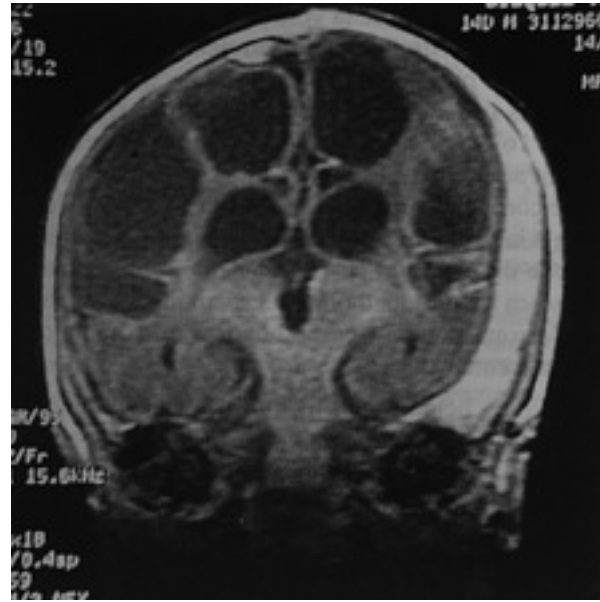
Encefalopatía hipoxicoisquémica multiquistica por resonancia magnética nuclear (RMN). Corte frontal.
